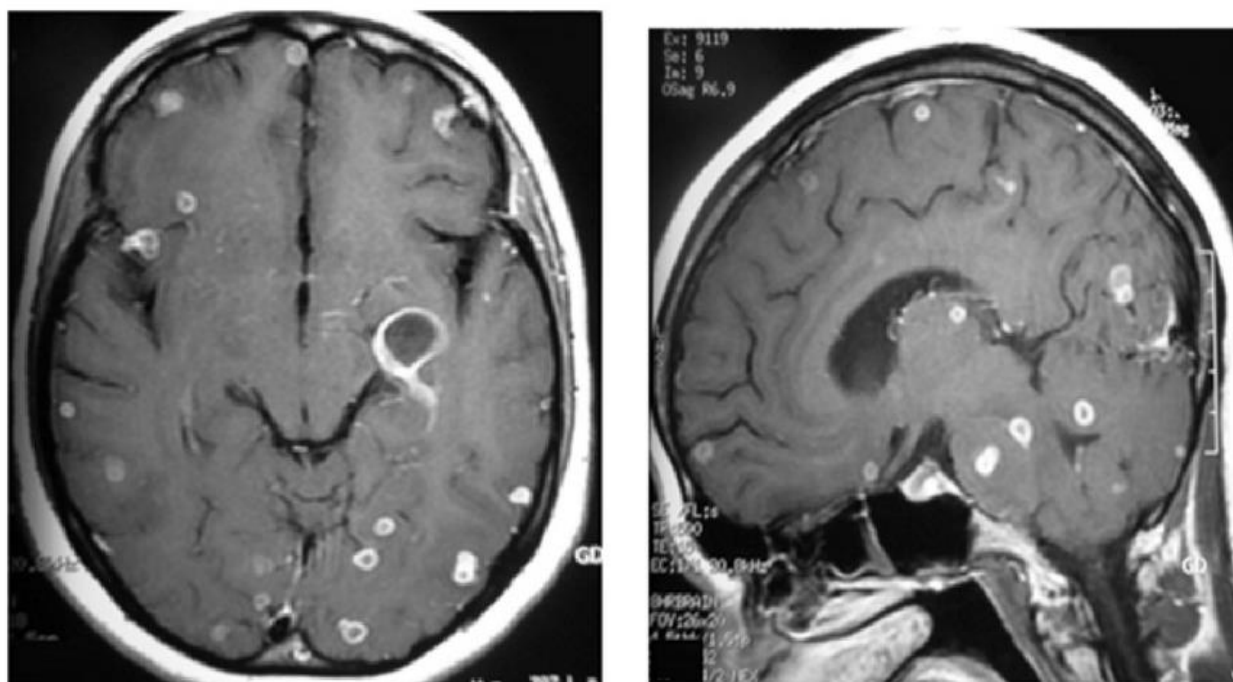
МРТ головного мозга. Заключение: МРТ картина множественных туберкулом головного мозга
